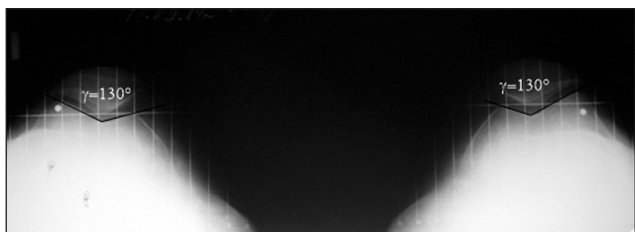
Рентгенограммы большой Л.: аксиальная проекция. Угол блока бедренной кости 126° , закрытый пателло-феморальный угол
